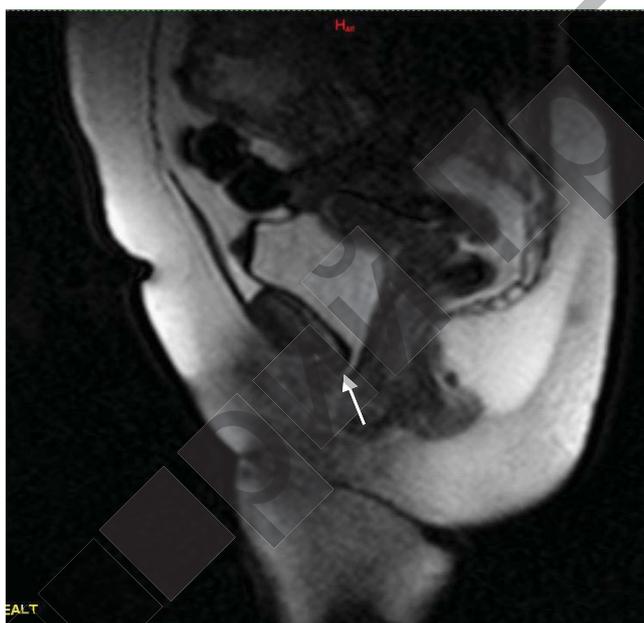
МРТ таза женщины с НМпН на высоте кашлевых толчков. Уретра открыта и заполнена содержимым мочевого пузыря (стрелка) – признак НМпН.
